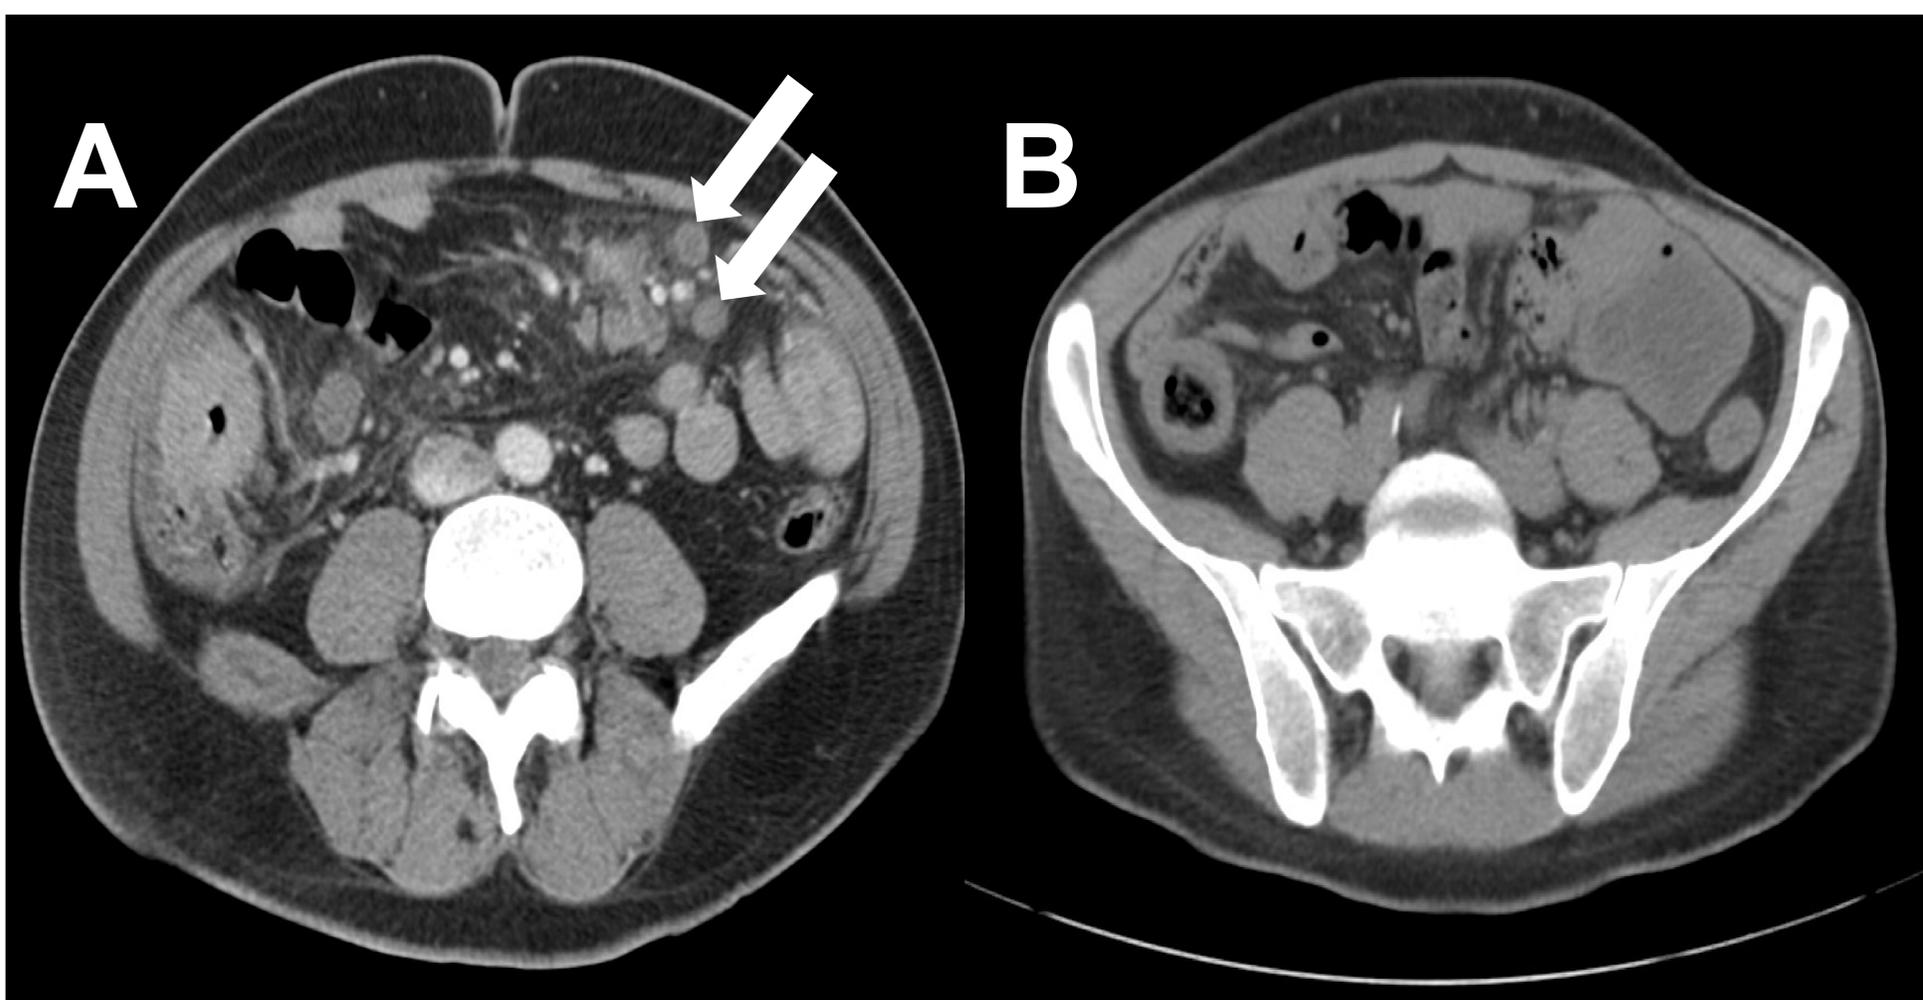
Tuberculosis gastrointestinal. (A) Corte axial de TC con contraste en el que se aprecia un marcado engrosamiento circunferencial del íleon terminal con mínimos cambios inflamatorios en la grasa pericecal. Se asocia a aumento del tamaño y número de ganglios linfáticos con áreas centrales hipodensas (flechas). (B) Corte axial de TC sin contraste de control del mismo paciente después del tratamiento que muestra la mejora del engrosamiento del íleon terminal y la desaparición de las adenopatías.
